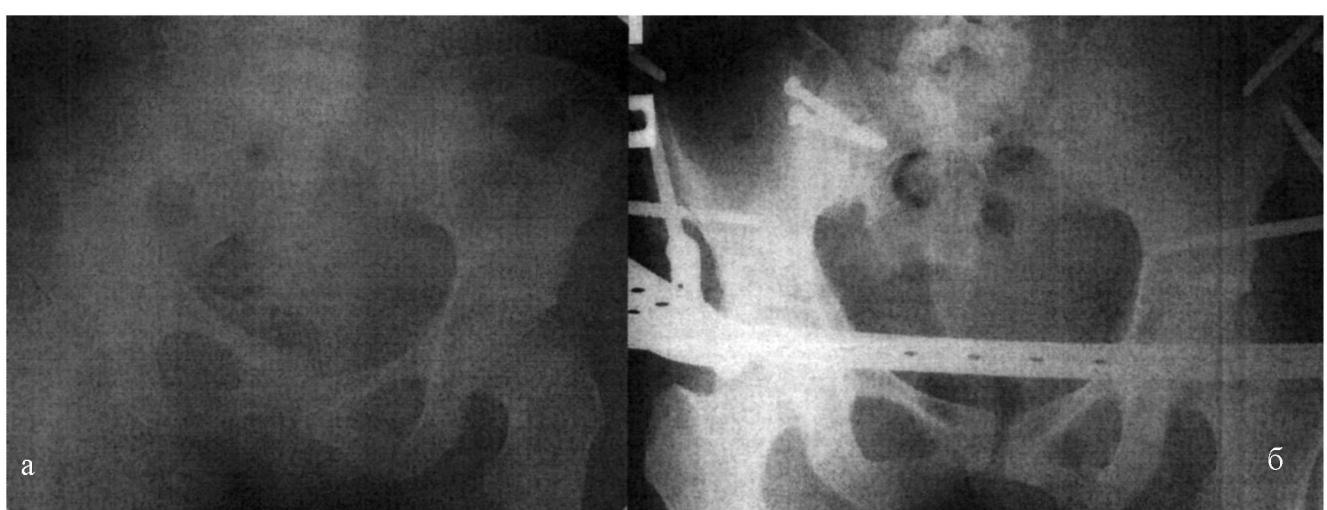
Рентгенограммы больной С. Нестабильное повреждение таза (а). Чрескостный остеосинтез (б)
